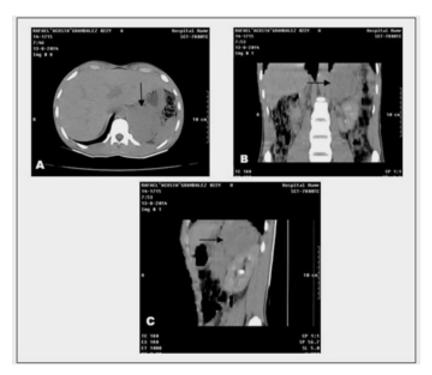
TAC. A: Corte axial. B: Corte coronal. C: Corte sagital. En estos tres cortes se observa, señalada por una flecha negra, la imagen del feocromocitoma.
